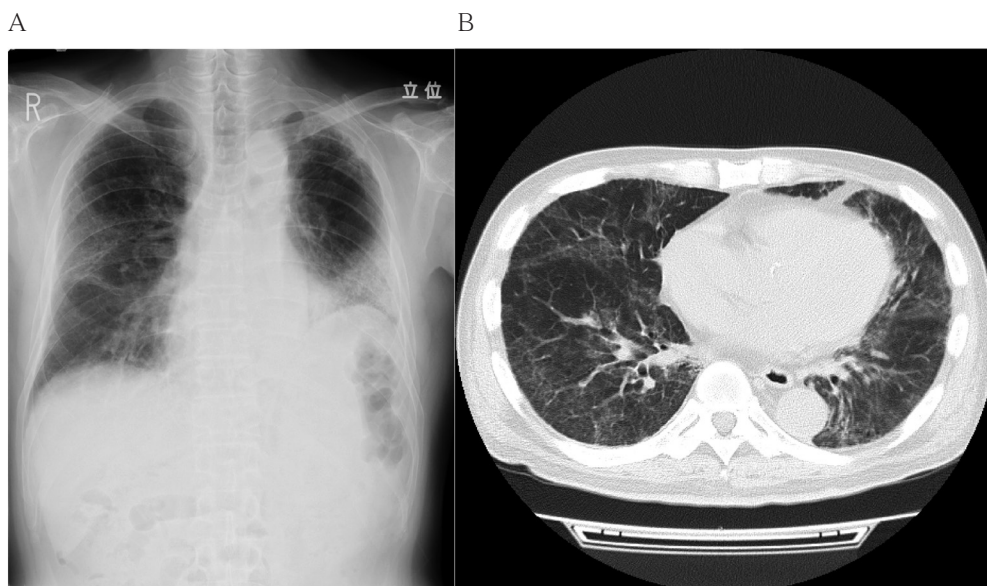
症例1の画像所見 (A: 胸部レントゲン、B: 胸部CT)
